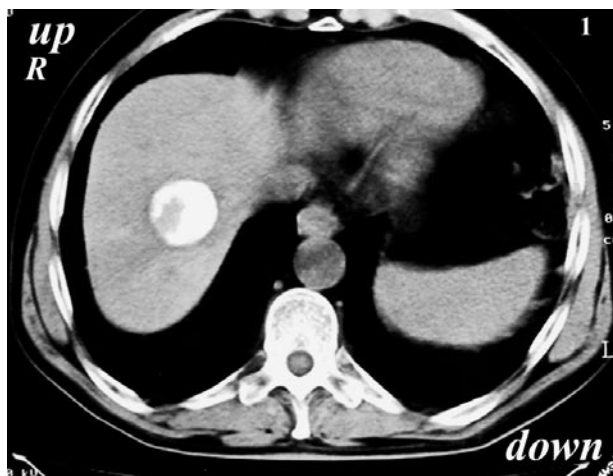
TC: controllo dopo il primo trattamento di chemio-embolizzazione selettiva della lesione epatica focale di 3.5 cm localizzata nel VII segmento epatico.
